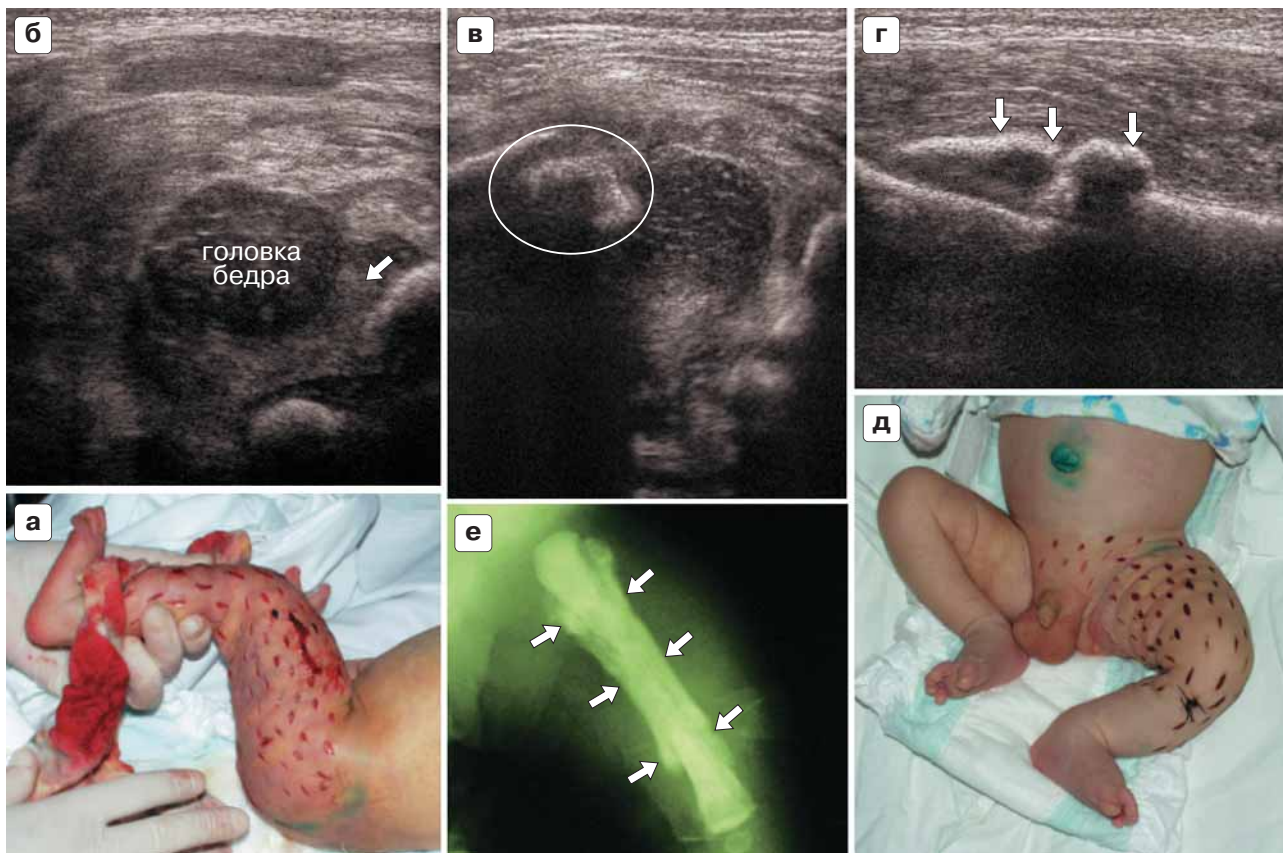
Местные изменения при пупочном сепсисе, ТЛВПВ: а – внешний вид ребенка: сразу после поступления и установления клинического диагноза выполнены насадки в области флегмоны бедра, голени и нижних отделов живота; б – в полости нормально сформированного тазобедренного сустава определяется гетерогенное содержимое (стрелка); значительное утолщение мягких тканей; в – через 16 сут определяется крупный очаг деструкции в метаэпифизарной области (обведена); г, е – через 42 дня после поступления – массивные периостальные наложения (стрелки) в области диафиза бедренной кости на УЗИ и при рентгеновском исследовании; д – вид пациента через 16 сут после поступления.
